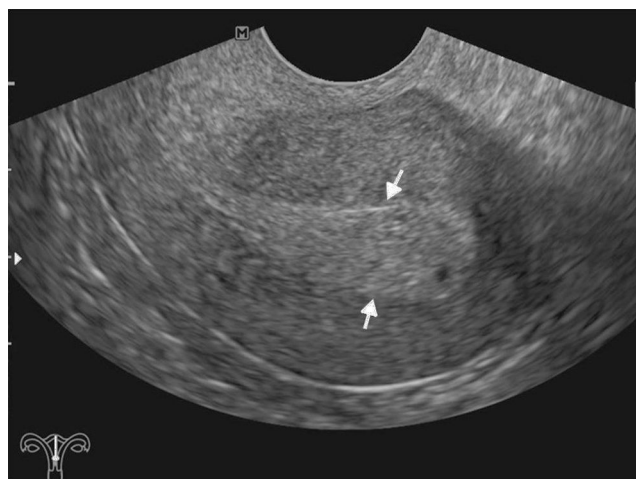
Ecografía ginecológica endovaginal de una paciente posmenopáusica con sangrado ginecológico muestra un engrosamiento endometrial de límites definidos (flechas), con algunas imágenes microquísticas en su interior, compatible con hiperplasia endometrial.
